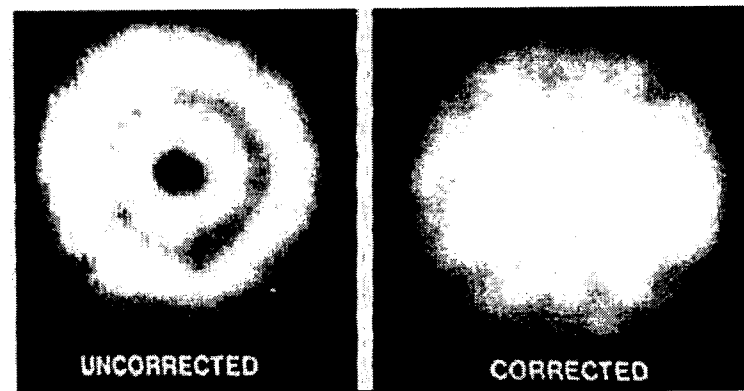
Томографическое изображение однородного цилиндрического фантома без коррекции неоднородности (слева) и с коррекцией на матрицу с общим набором 30 млн. отсчетов.
